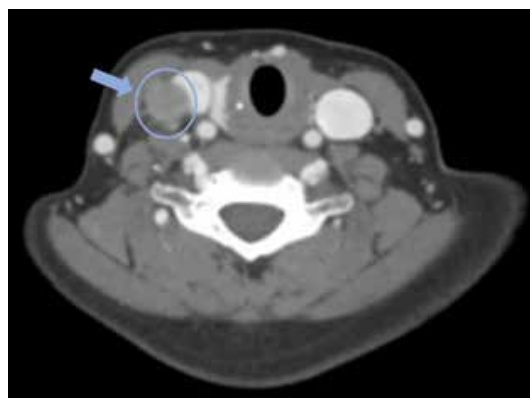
Tomografía cervical en corte axial, donde se observa nódulo cervical anterior derecho (flecha).
